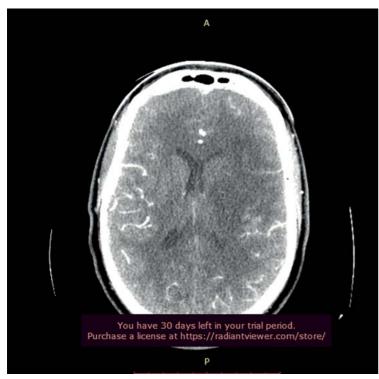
КТ картина гипоперфузии левого полушария головного мозга Figure 3. СТ picture of hypoperfusion of the left hemisphere of the brain
